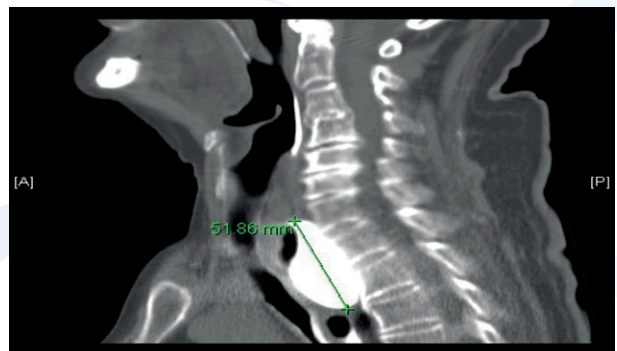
TAC cervical donde se especifica el tamaño del divertículo gigante de Zenker.
